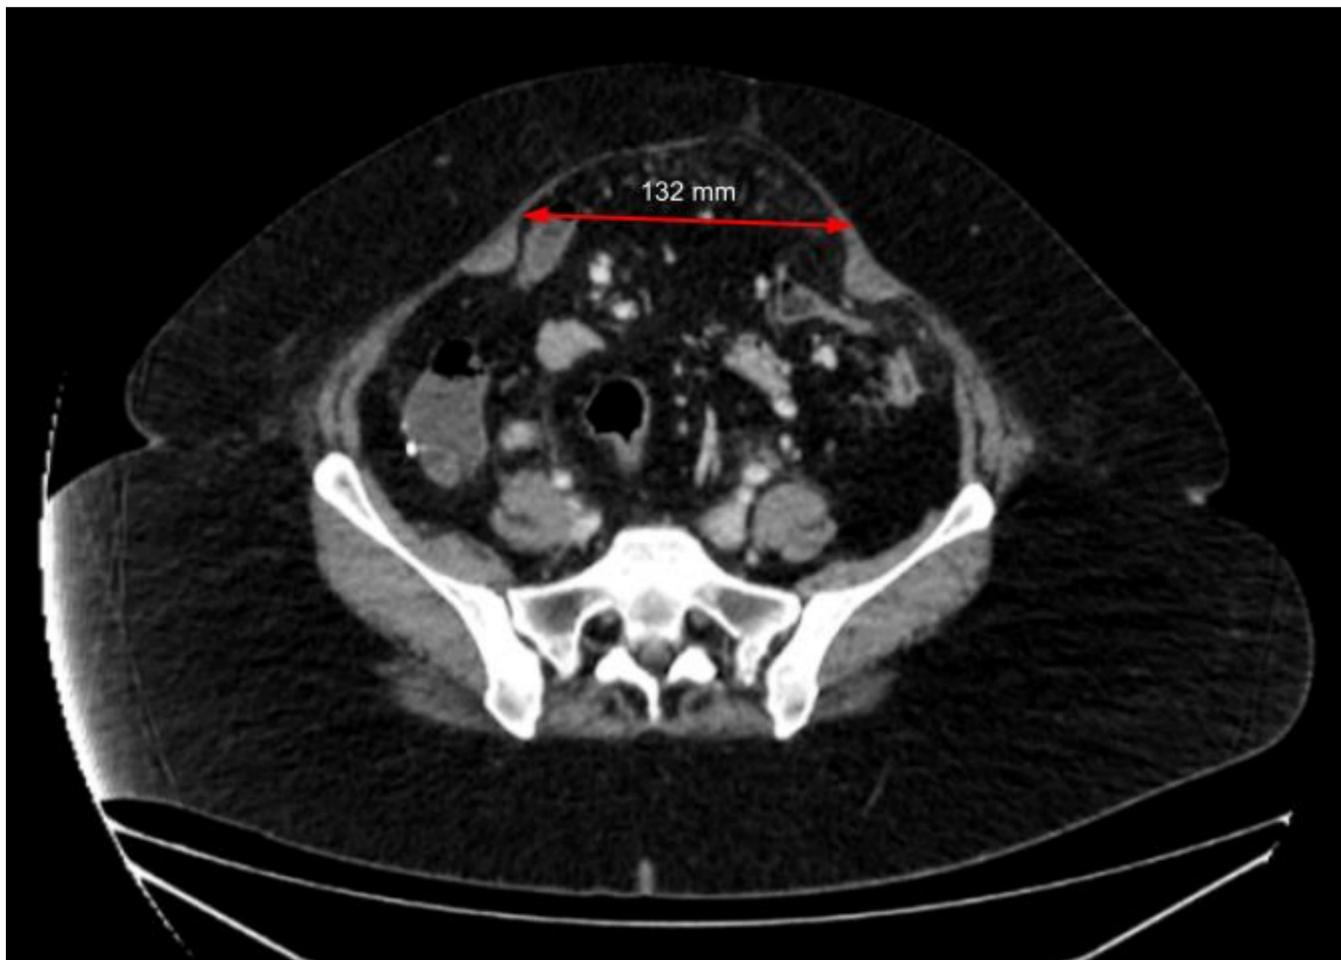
Imagen de TC abdominal en corte axial. Muestra una diástasis de recto, con una distancia entre rectos de 13,2 cm.
